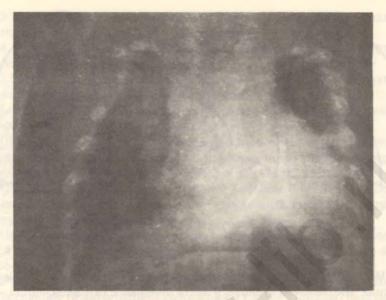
Рентгенограмма грудной клетки ребенка возраста 3 мес. с врожденным дефектом III ребра справа
